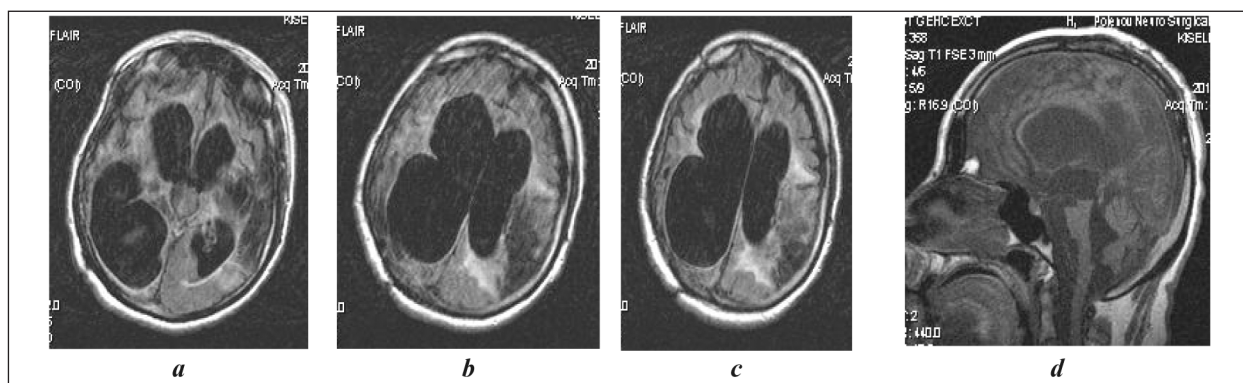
МРТ головного мозга пациентки К. в динамике, 2019 г.
